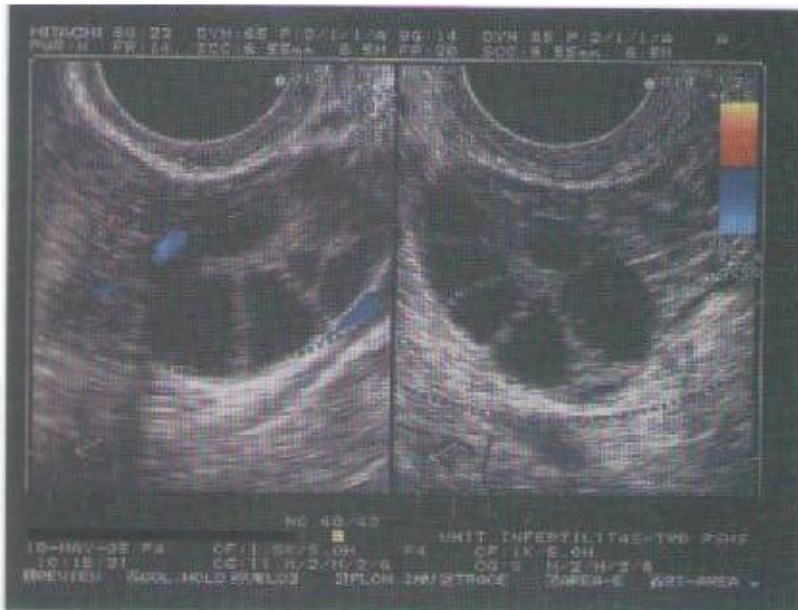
Ovarium polikistik. Gambaran ultrasonografi transvaginal memperlihatkan sejumlah struktur kistik kecil di daerah permukaan dan gambaran hiperekogenik di stroma ovarium.
